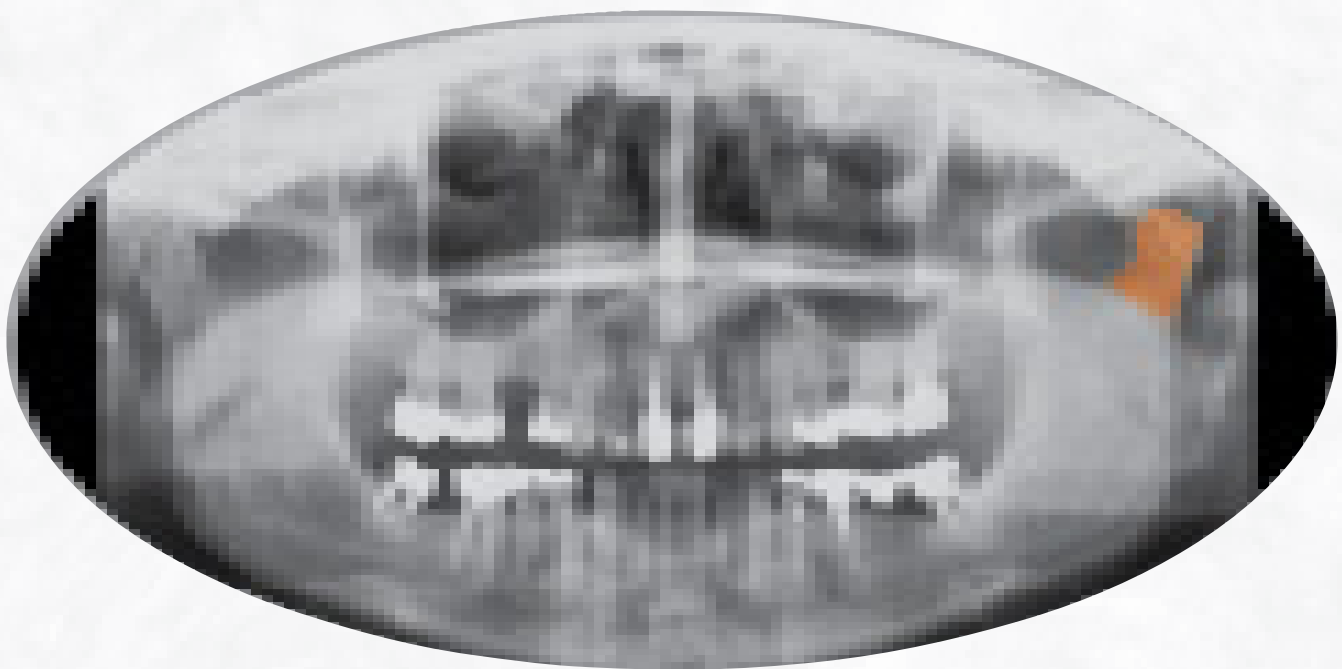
A radiografia panorâmica é muito difundida na prática odontológica, sendo esta de muito valor no diagnóstico primário das alterações da ATM. A radiografia panorâmica pode proporcionar imagens adequadas da ATM, mandíbula, maxila, seios maxilares, dentes e periodonto.
